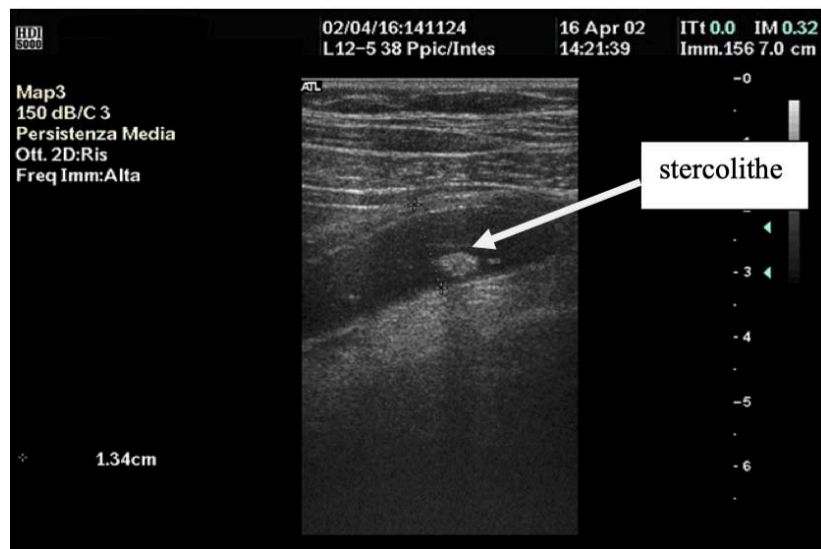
image échographique d'un appendice avec aspect de stercolithe
